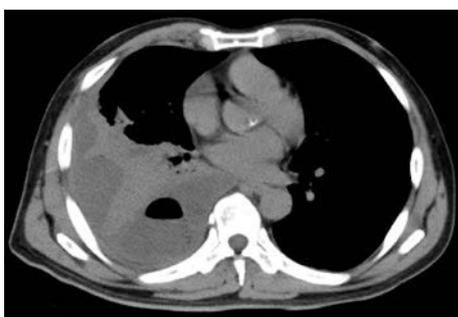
Chest CT showed right-sided pleural effusion and adhesions between the lung and chest wall; the pleural fluid cavity was multilocular.
